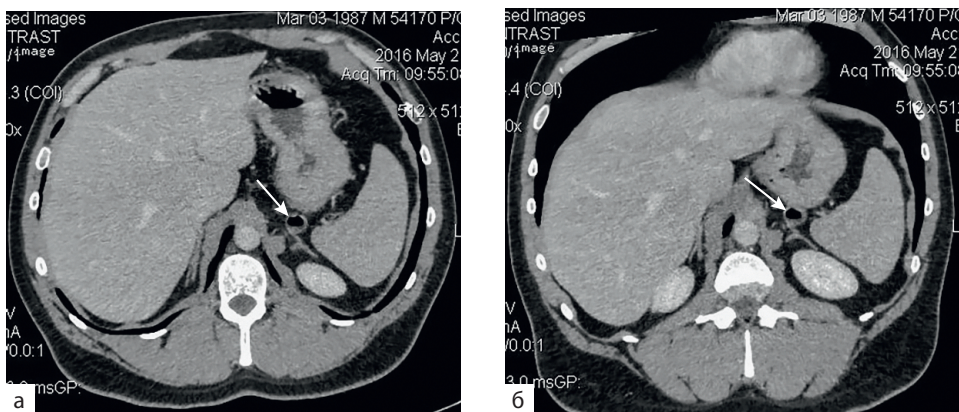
Дивертикул кардиального отдела желудка: а, б — последовательные компьютерные томографии надпочечников с наполнением желудка водой и внутривенным контрастированием, 60 с
